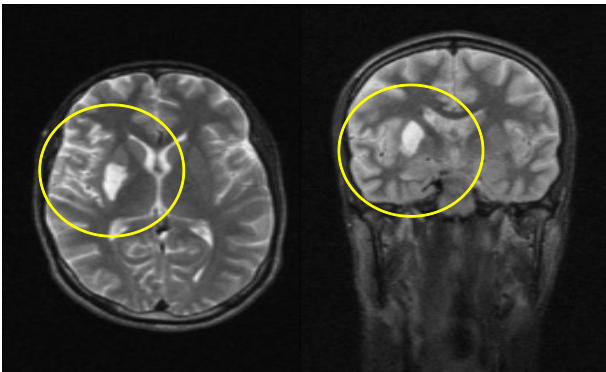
RMN cerebro con Gadolinio.
